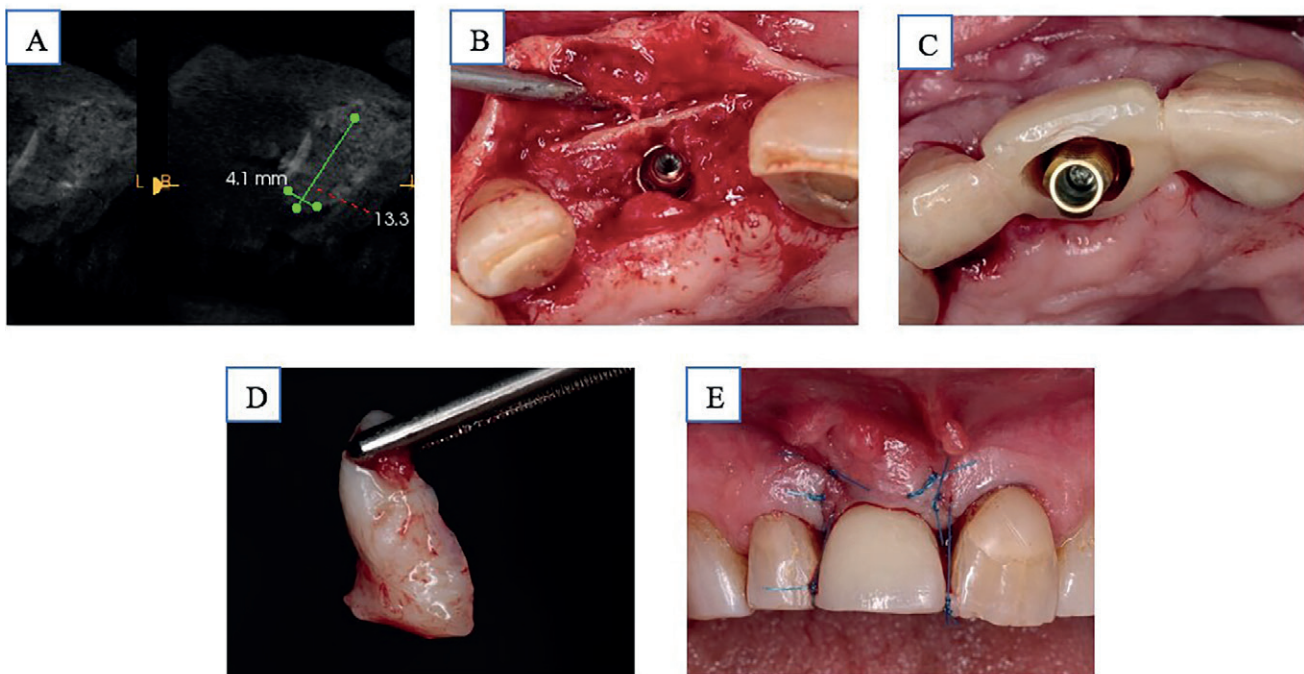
A. CBCT post-regeneración. B. Implante en posición 1.1. C. Provisional del laboratorio. D. Injerto de la tuberosidad. E. Sutura final.
